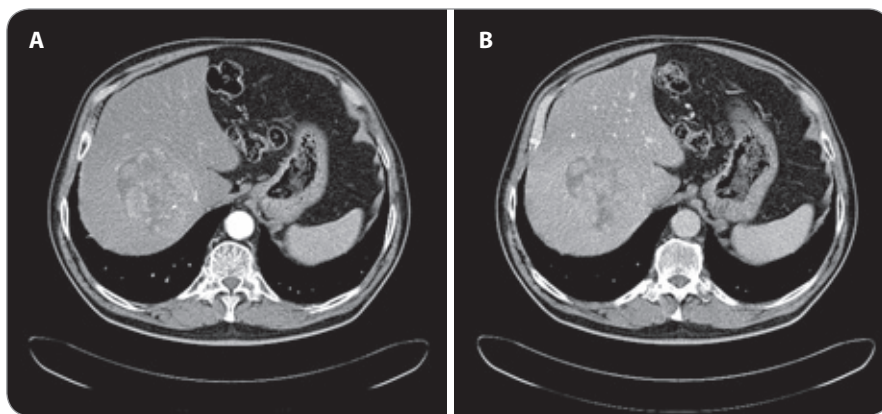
Vyšetření CT ukazuje typické chování hepatocelulárního karcinomu, hypervaskularizaci v arteriální fázi a vymývání ve fázi portální. Nález u mladé 24leté ženy charakteru typického fibrolamelárního karcinomu s postižením levého laloku a také s uzlinovými metastázami v portální skupině.
